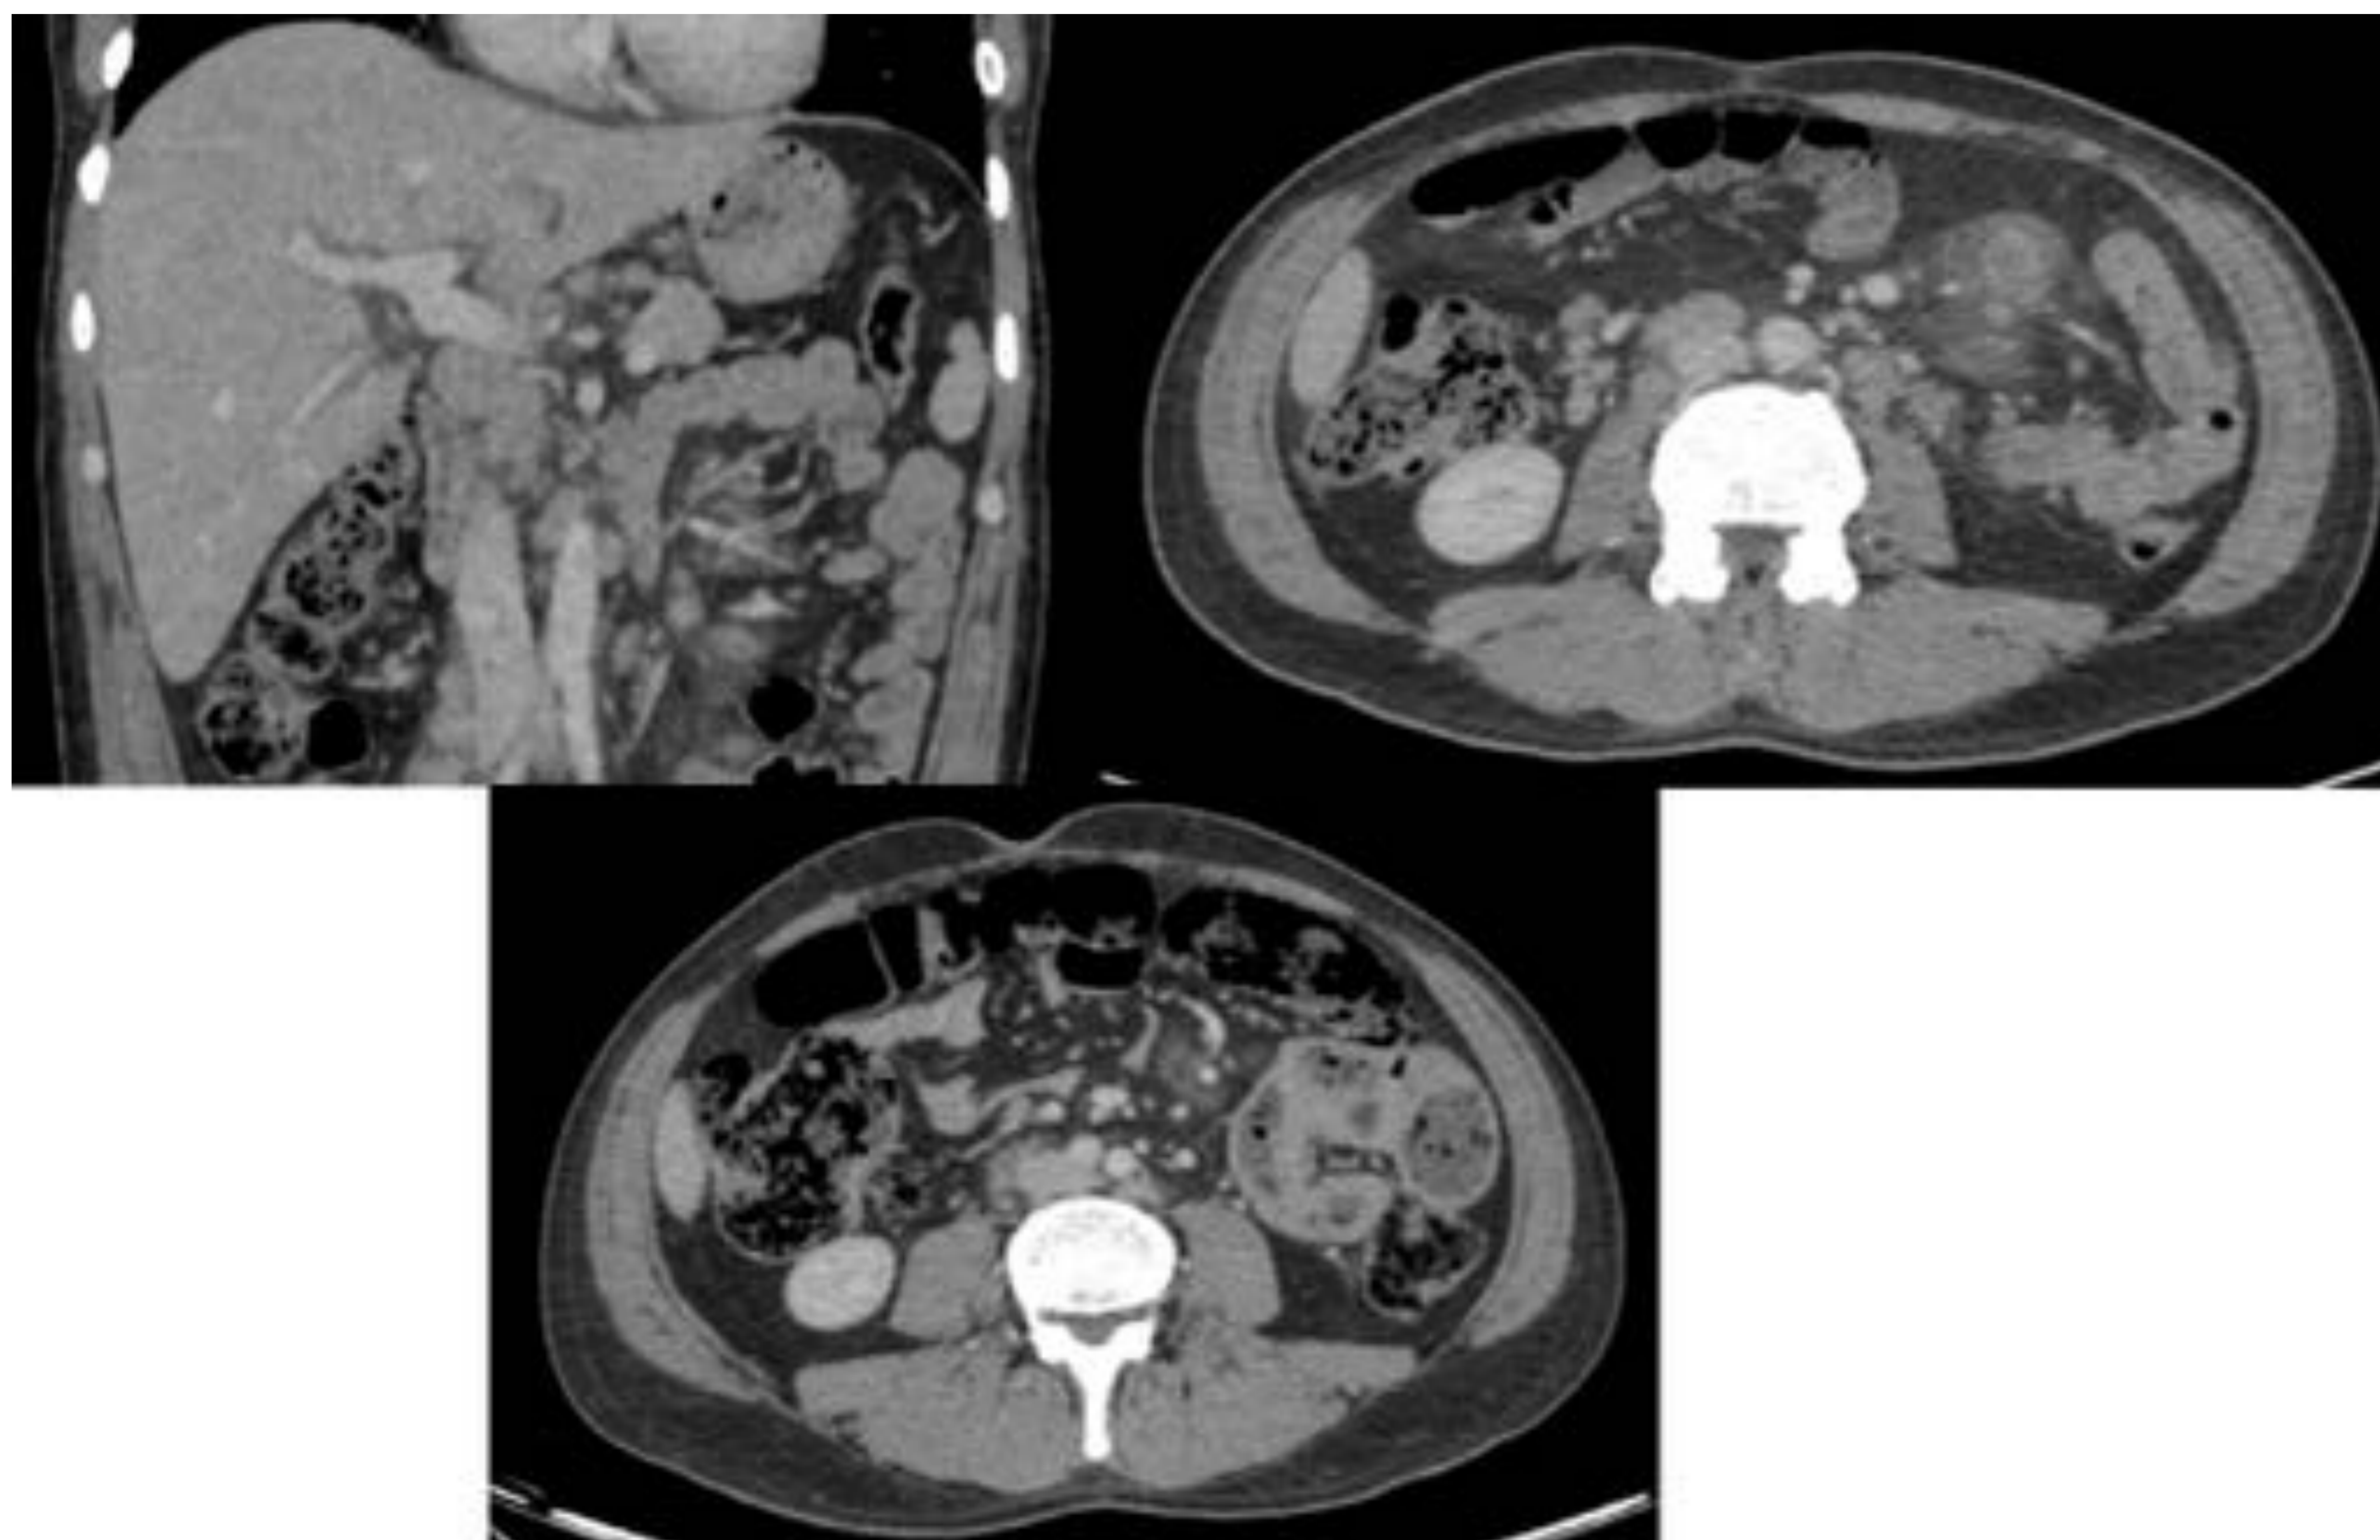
Mismo paciente que en las figuras 2, 5 y 6. En el TC de abdomen se identifica hepatomegalia (imagen superior izquierda), adenopatías retroperitoneales y mesentéricas, alguna de ellas con centro necrótico (imagen superior derecha) y leve engrosamiento mural concéntrico de asas de yeyuno en el flanco izquierdo (imagen inferior).
